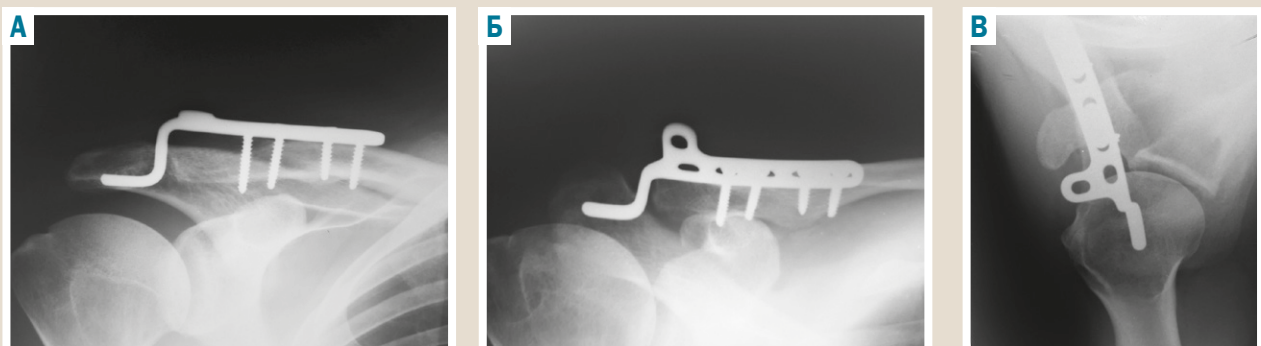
Рентгенографія акроміально-ключичного суглоба (пряма, проекція 30° та аксіальна) – неправильне розташування Hook-пластини в акроміально-ключичному суглобі.
